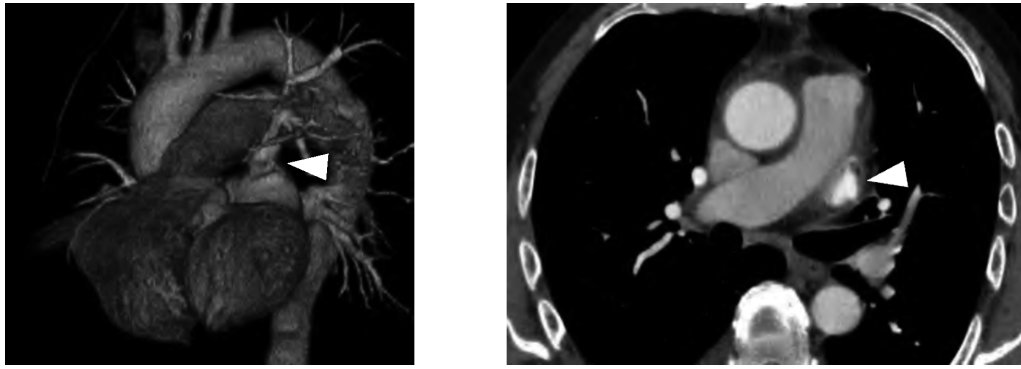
Postoperative enhanced computed tomography (CT) revealed the anastomosis between the left superior pulmonary vein and the left atrial appendage remained well patent (arrowhead).
